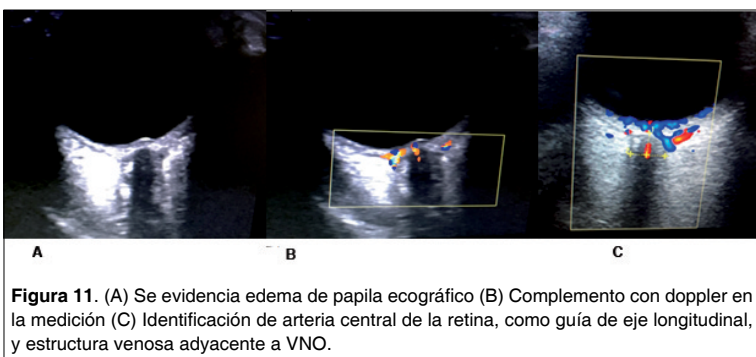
(A) Se evidencia edema de papila ecográfico (B) Complemento con doppler en la medición (C) Identificación de arteria central de la retina, como guía de eje longitudinal, y estructura venosa adyacente a VNO.
